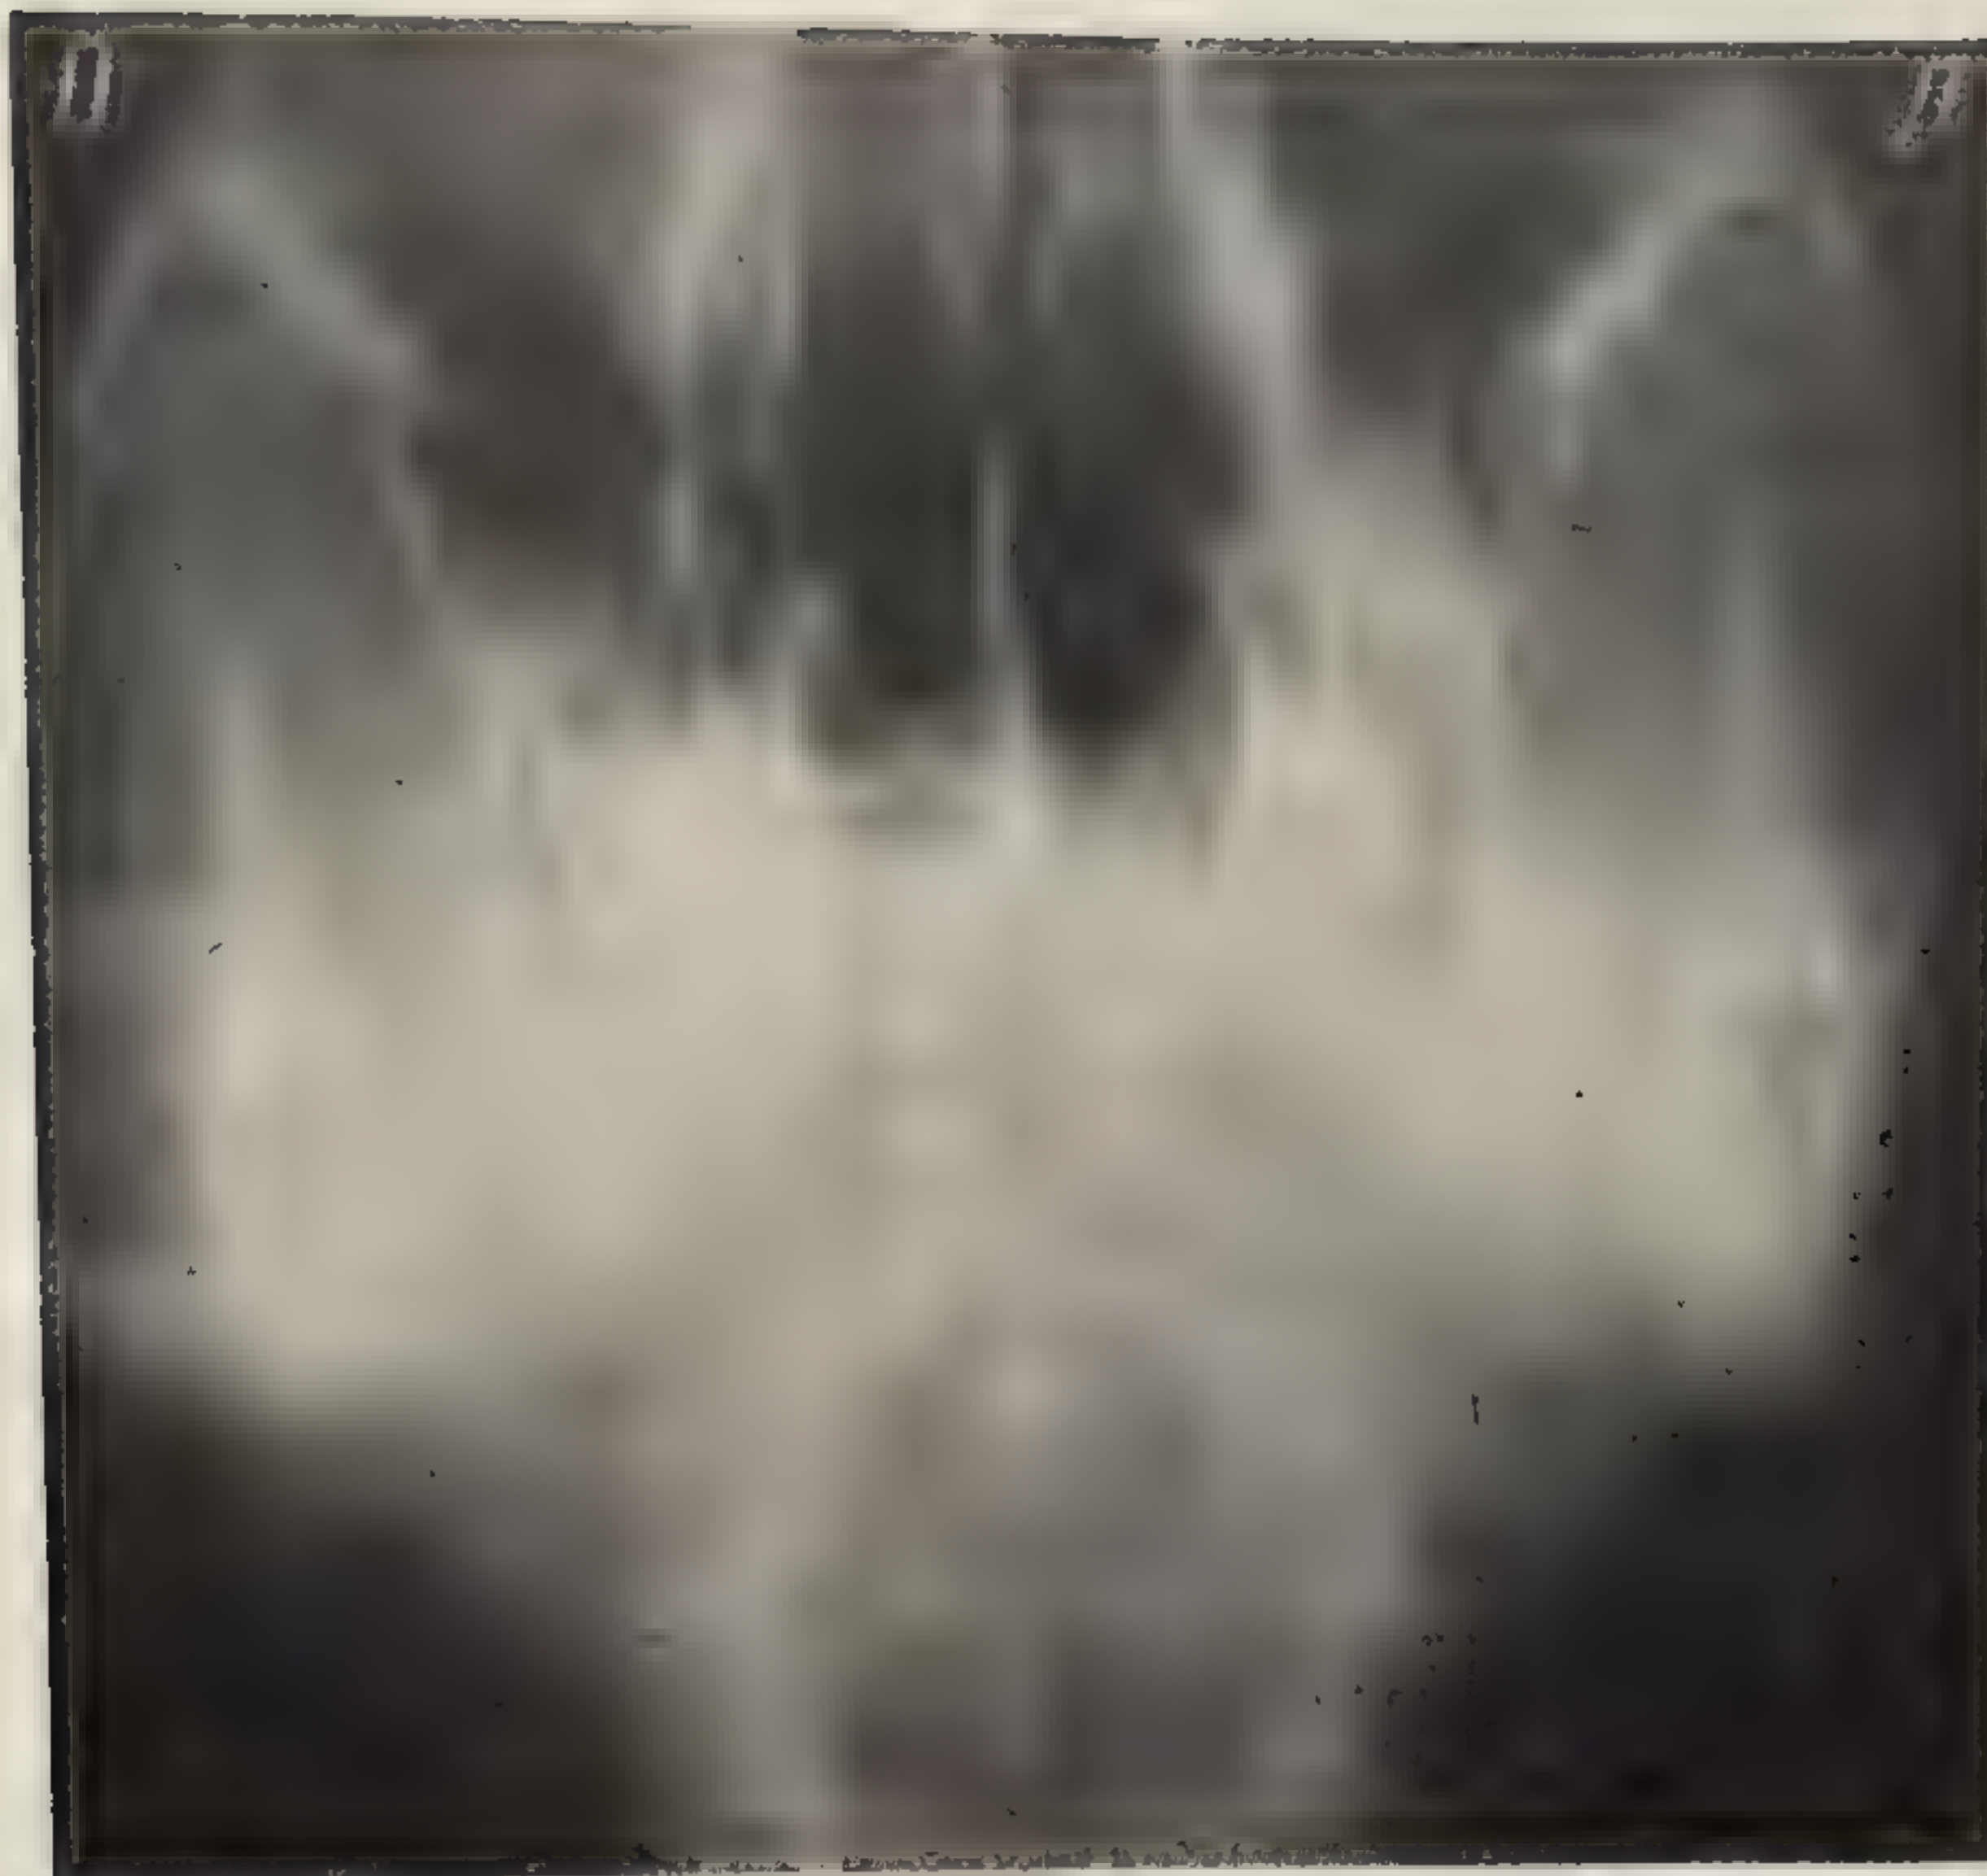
Задняя поперечная томограмма черепа (аксиальная задняя).
